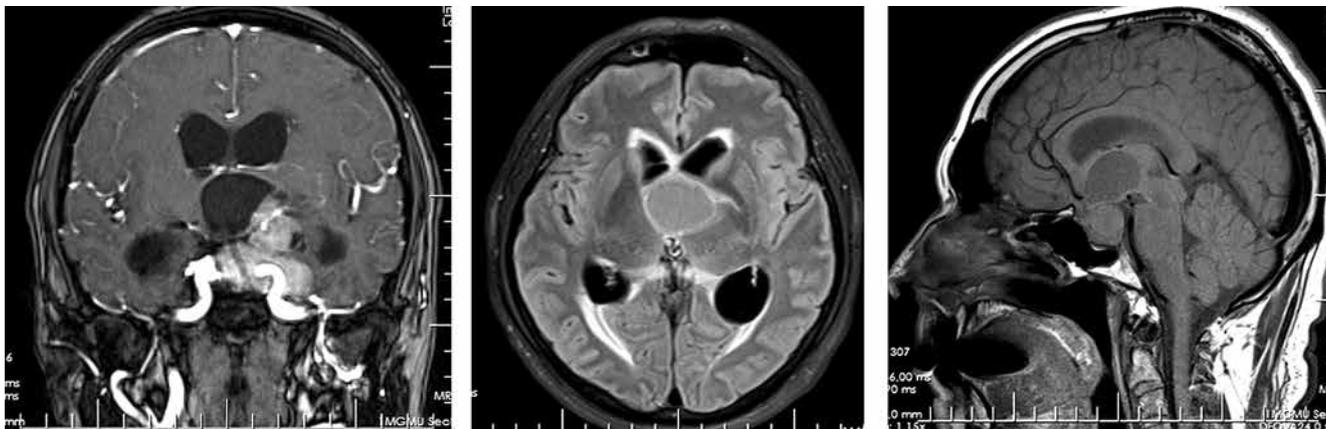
Магнитно-резонансные томограммы пациента С. до 2-й операции. Визуализируется аденома гипофиза крупных размеров с кистозным компонентом, вызывающая окклюзионную гидроцефалию
